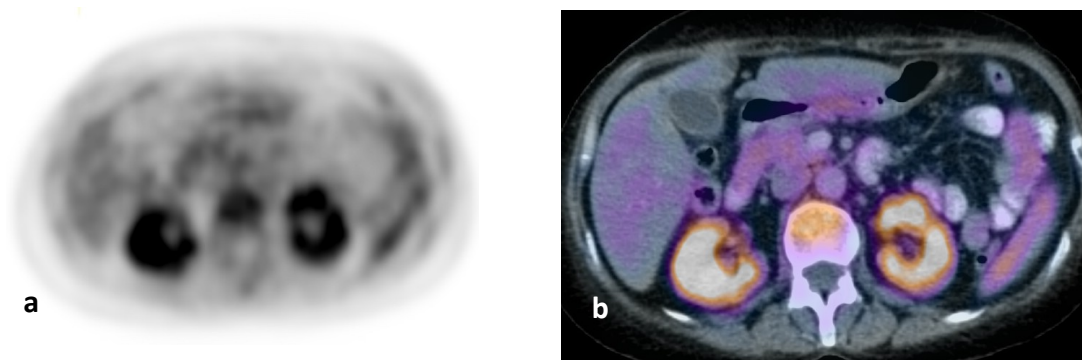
PET (a) y PET/CT con ^{18}F -FDG (b) muestran hipercaptación simétrica del radiofármaco por ambos riñones. Posterior a la biopsia renal, se llegó al diagnóstico de vasculitis por ANCA.
